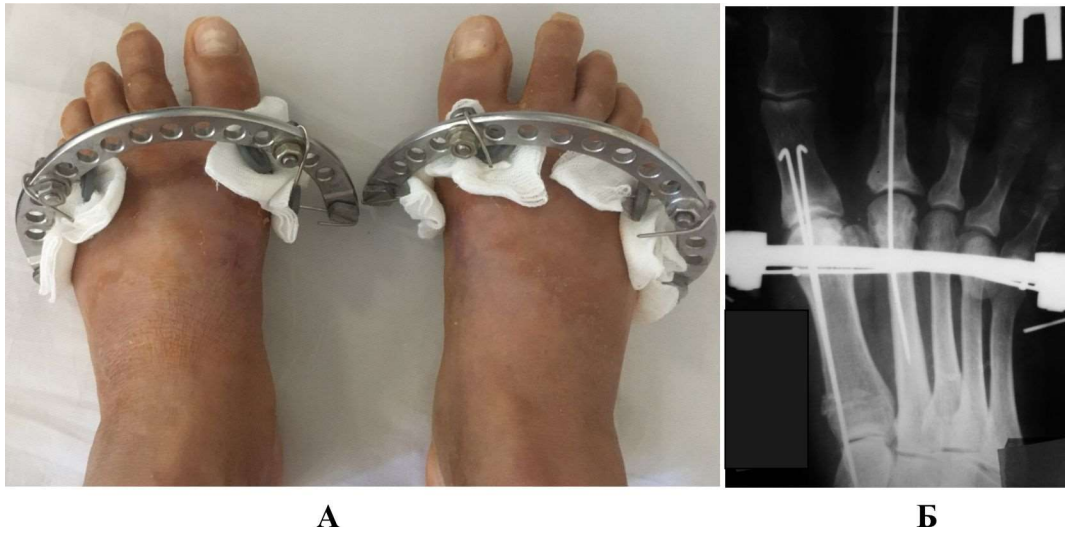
Методика операції Дев'ятова-Руденка: А – вигляд стоп після операції; Б – рентгенограма стопи після операції.
